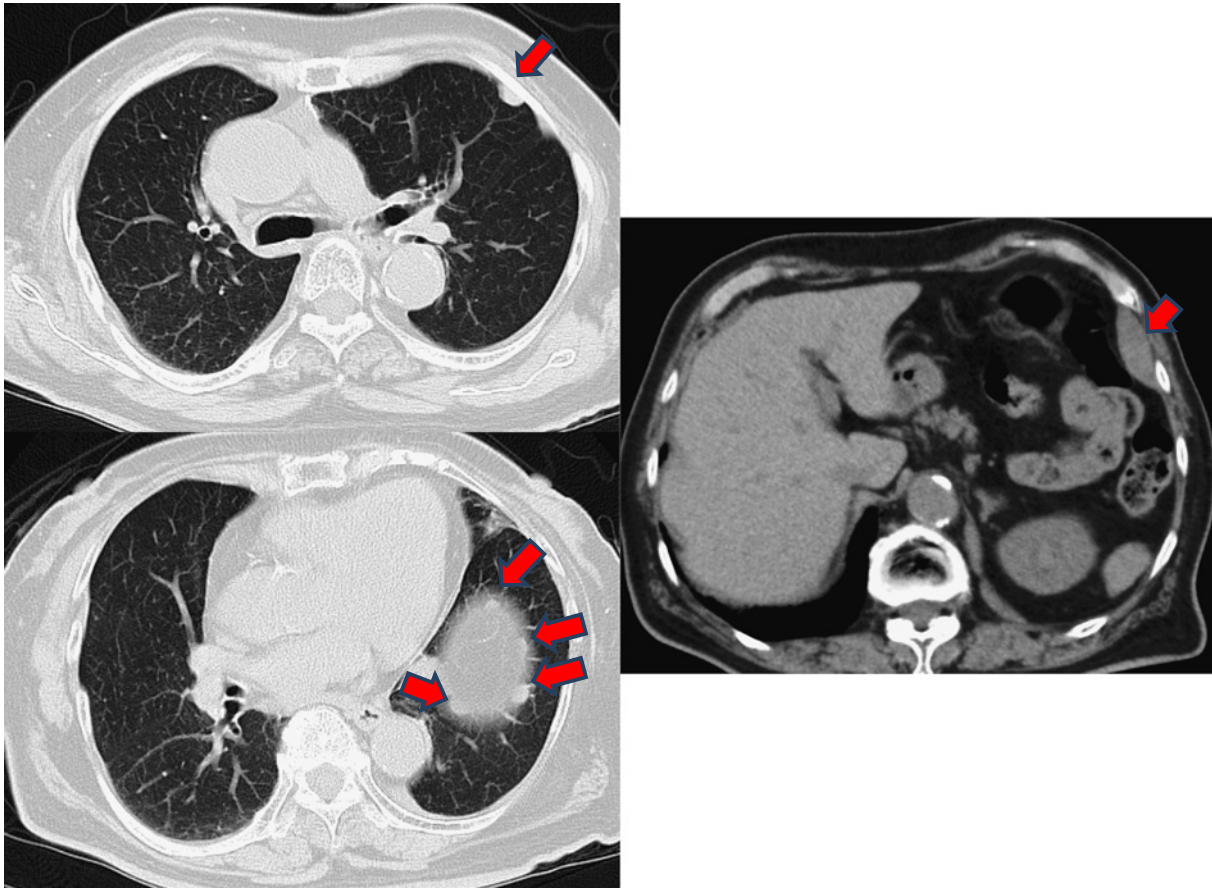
Chest and abdominal CT show pleural and peritoneal dissemination (arrows) six years after thymectomy.
